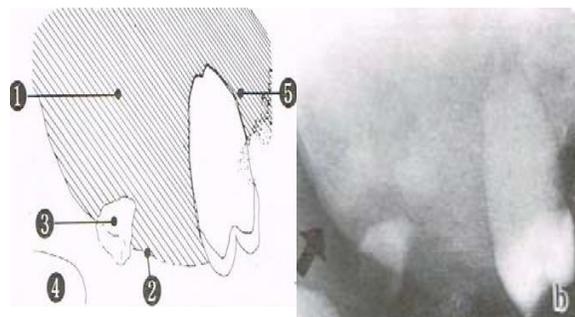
Radiografía periapical Osteoma osteoide.²⁹
